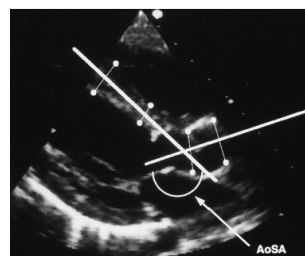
Parasternal long axis view, the angle of anterior interventricular septum and ascending aorta before aortic valve opening
